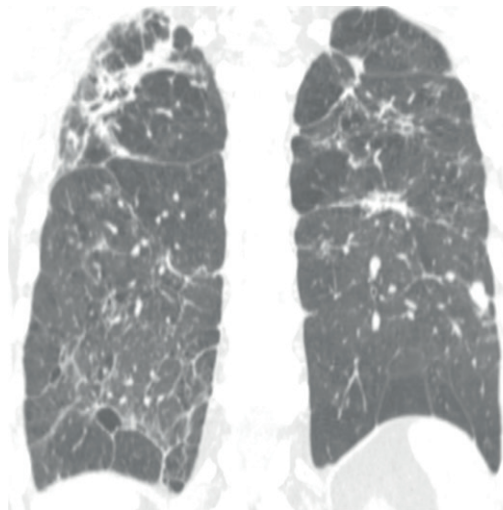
TC de tórax em paciente com PCM pulmonar crônica demonstra opacidades reticulares irregulares, nódulos, distorção arquitetural e alterações enfisematosas paracatriciais em ambos os pulmões, demonstrando o caráter fibrótico da doença.
